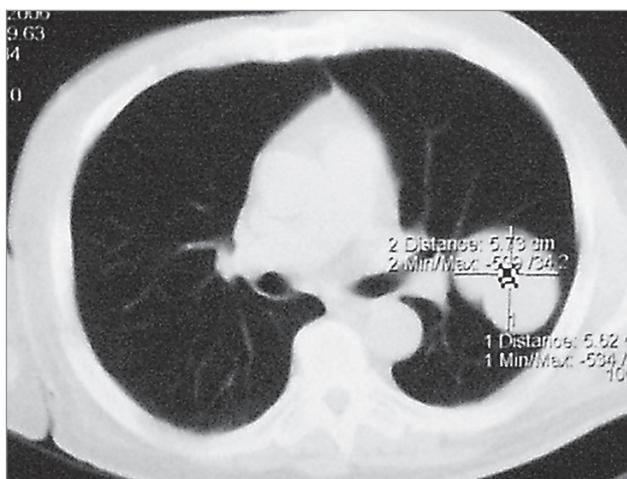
Солитарный метастаз саркомы мягких тканей в верхней доле левого легкого. Компьютерная томография
